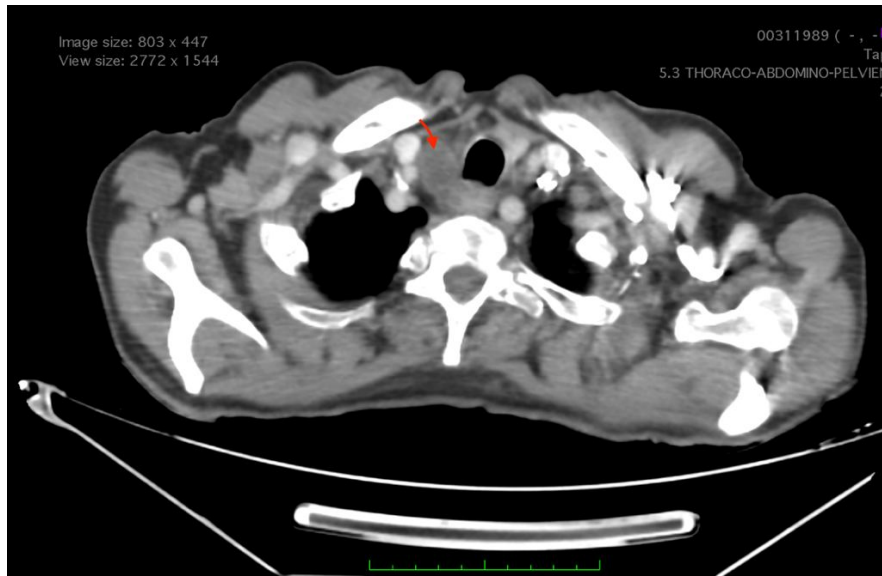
Coupe axiale d'une TDM CTAP C+ (étage cervical) montrant une ADP arrondie à centre hypo dense basi cervicale droite
